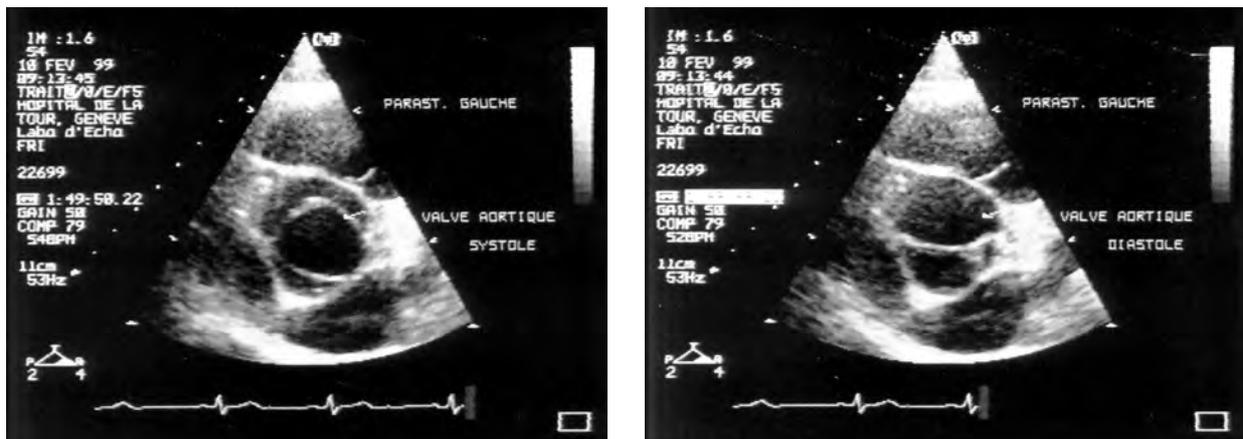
Echocardiogramme bidimensionnel d'une valve aortique bicuspide.
